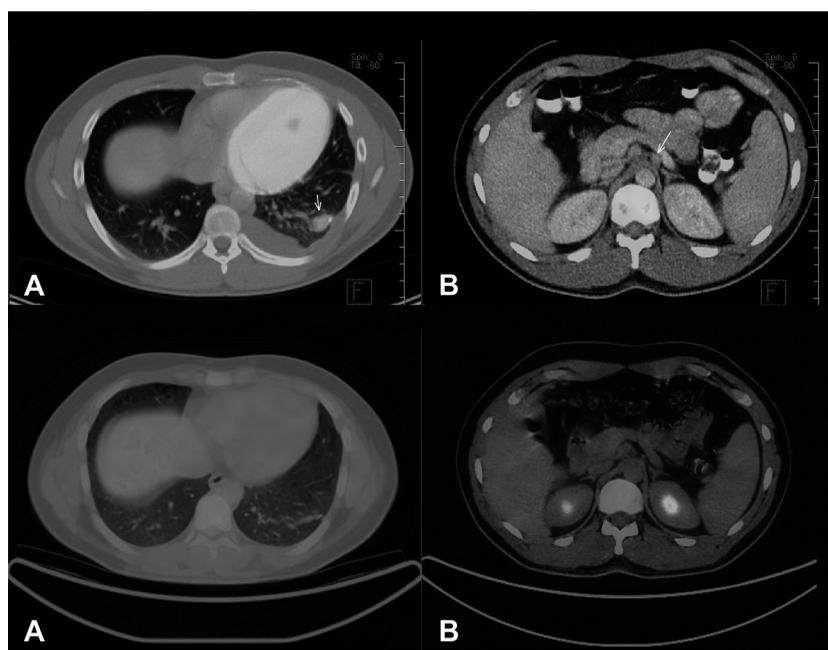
Cuadrante superior: 18 FDG PET-CT con captación en nódulos pulmonares y abdominales (flechas). Cuadrante inferior: 18 FDG PET-CT sin mostrar captación pulmonar ni abdominal, evocando una respuesta completa al tratamiento quimioterápico.
